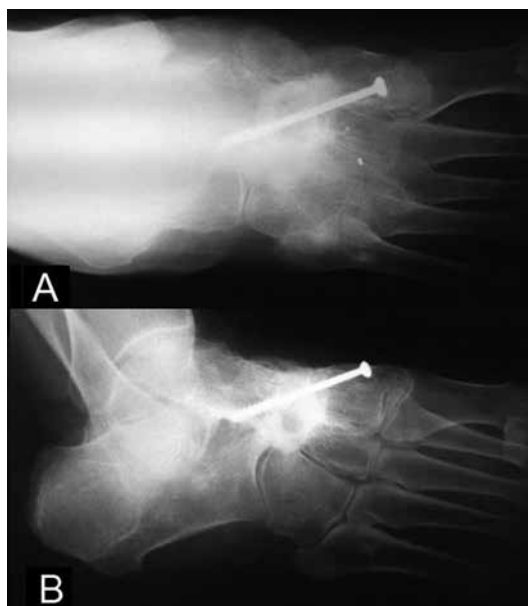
Рентгенограмма в прямой (А) и боковой (В) проекции правой лодыжки через три месяца после операции. Для фиксации использовались два губчатых винта
